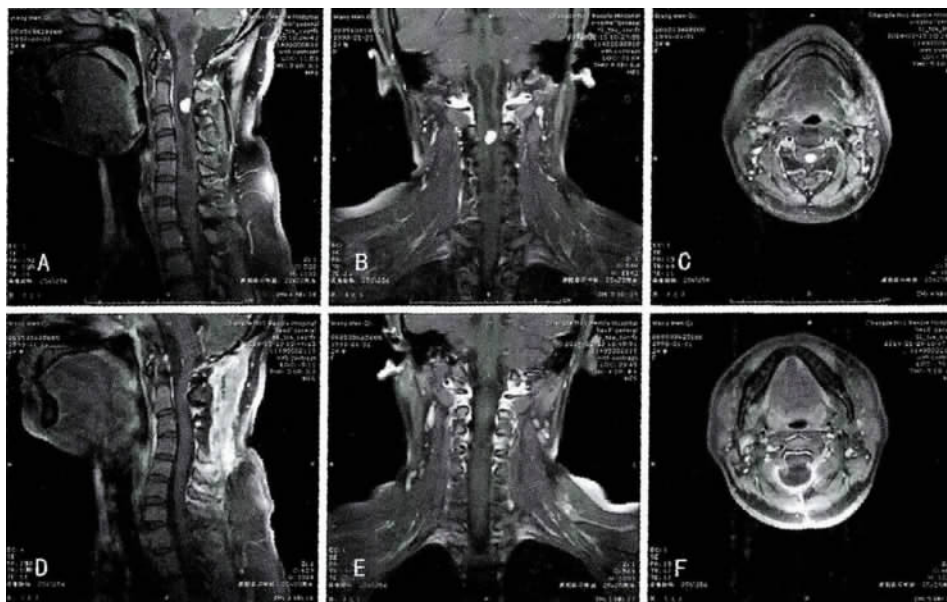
A、B、C术前MRI增强示延髓、颈髓5个占位,并伴有脊髓空洞;D、E、F术后3月MRI增强时病变全切,空洞消失。
